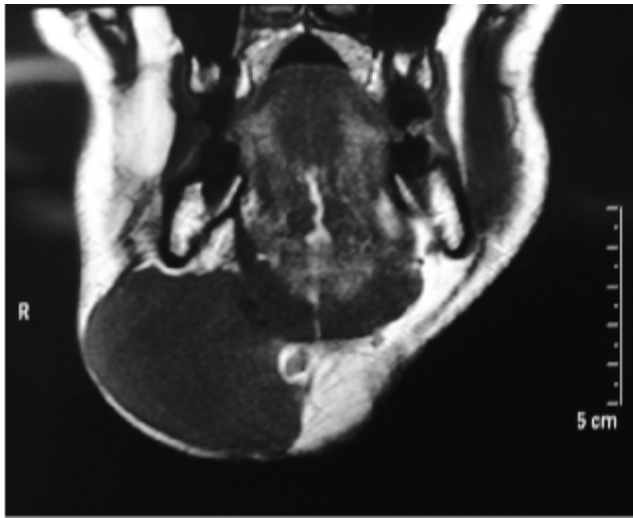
Preoperative magnetic resonance image. A well-defined, lobulated, cystic lesion with mild uniform enhancement of the walls, also showing high mucinous content
